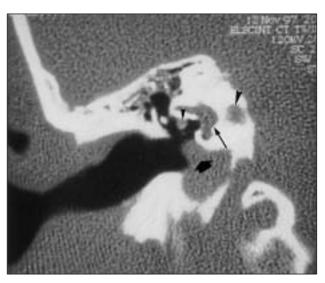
Imagen de TAC: corte coronal de oído derecho. Flecha gruesa: golfo de la yugular prominente. Flecha delgada: vestíbulo dilatado. Punta de flecha larga: CAI corto y en tonel. Punta de flecha corta: nervio facial dehiscente.
